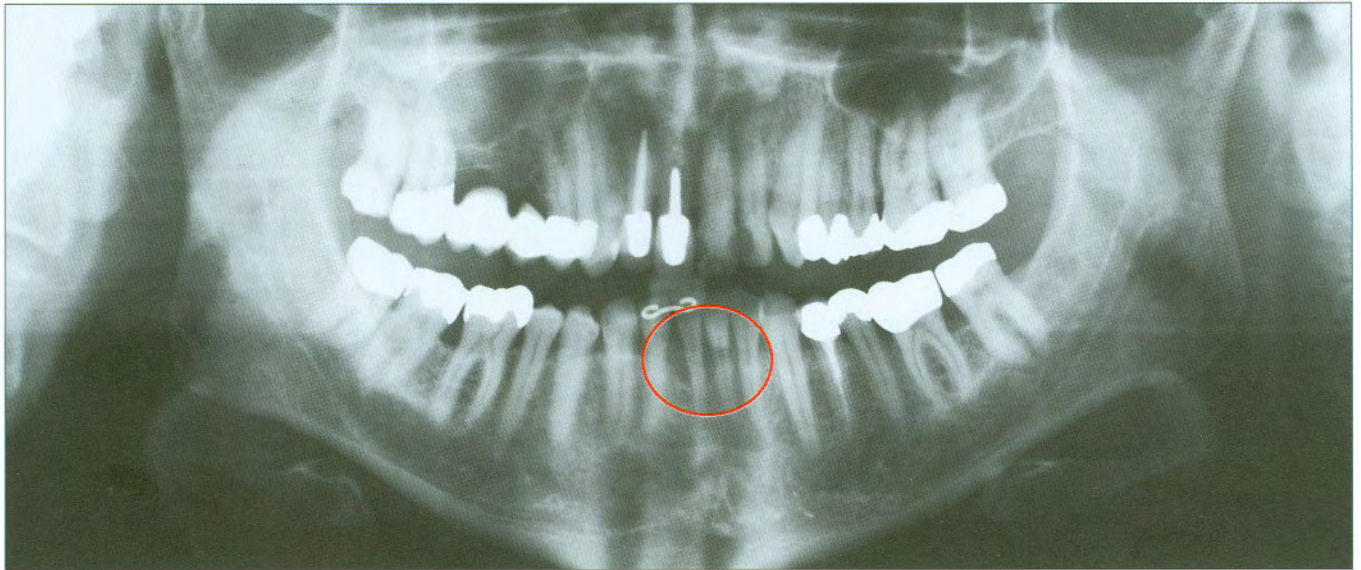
Initial panoramic radiograph presenting vertical bone loss on tooth 41.
